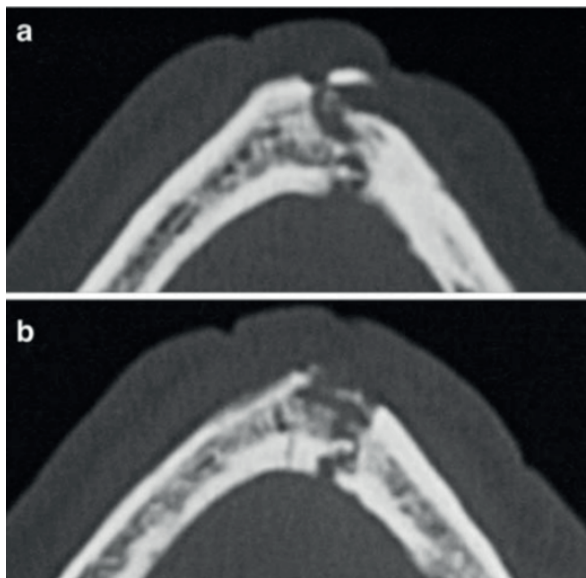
Cortes axiais de Tomografia Computadorizadas de um paciente com osteorradioneecrose na sínfise mandibular, sendo (a) um pequeno sequestro de osso e (uma fratura patológica (CHRCANOVIC *et al.*, 2010).
